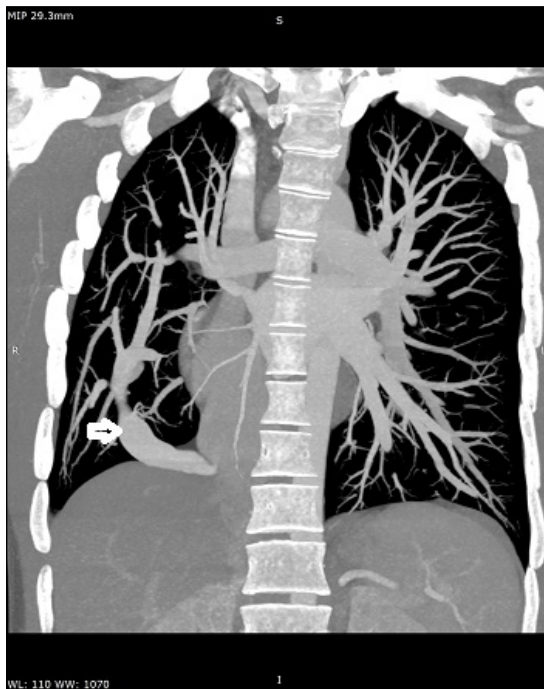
3D CT rekonstrukce, scimitar žíla – A-P projekce
